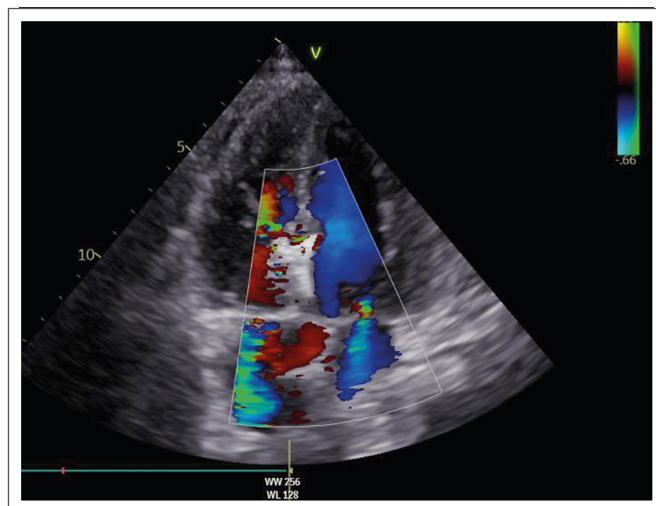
Darstellung des liegenden Okkluders, transthorakal im 4-Kammerblick mit Farbdoppler (© N. Verheyen et al.)
